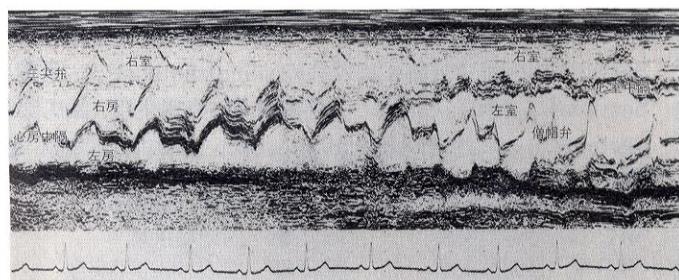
心房中隔より心内構造物を連続的に追って僧帽弁に至るエコーの推移
